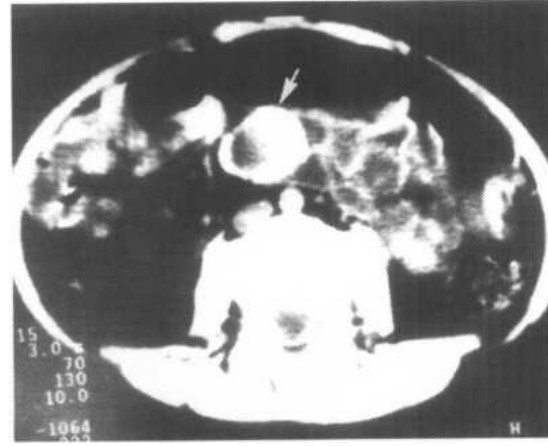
与 18-4-22a 为同一患儿经化疗一年后复查,CT 平扫显示原病灶外周钙化(↑),无肠管壁增厚
